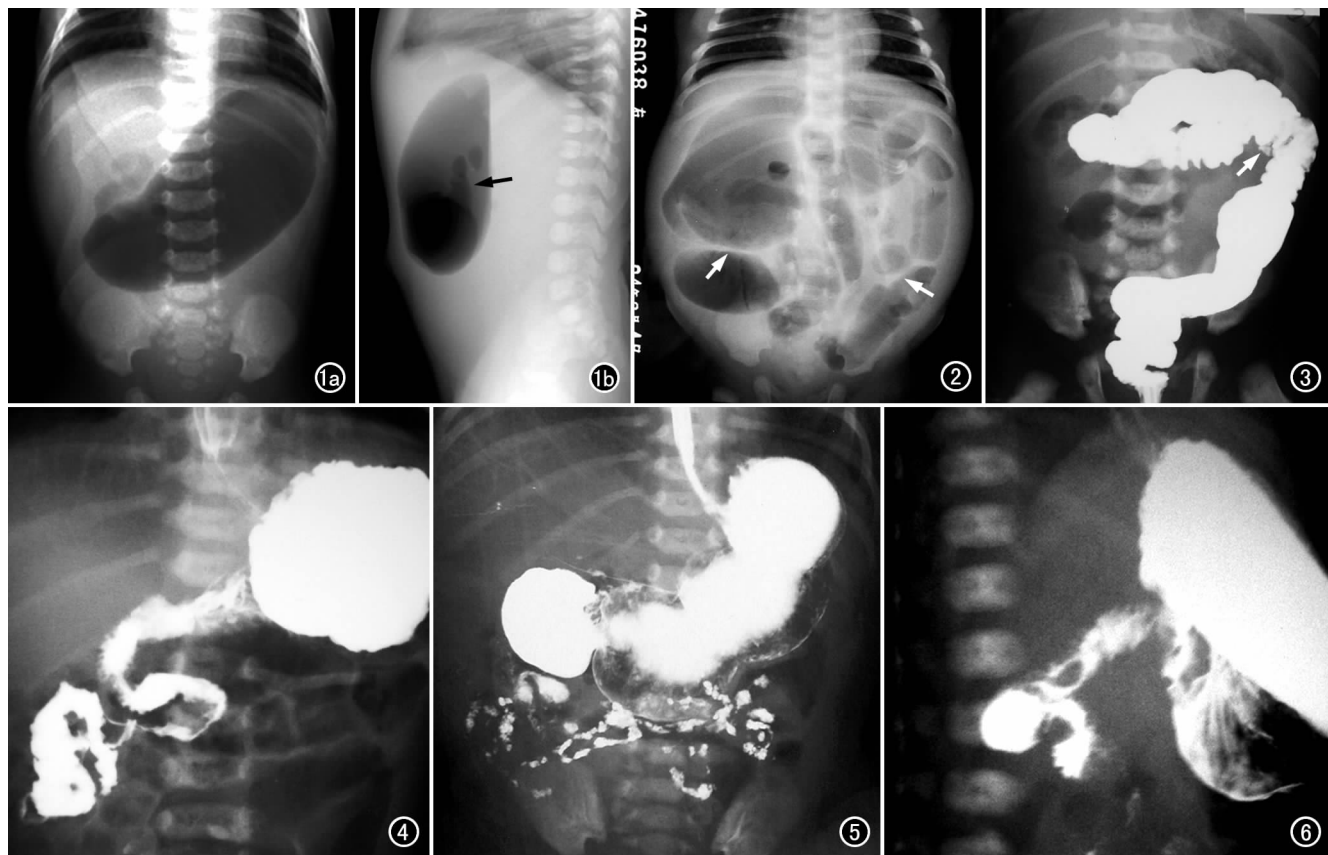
十二指肠顺钟向扭转 360° 并完全性梗阻。a) 正位平片示胃和十二指肠球部明显扩张、积气,以胃扩张为主;b) 侧位片示十二指肠球部充气显示(箭),腹部未见其它充气肠曲。图2 肠扭转 1080° 并全部小肠坏死。正位平片示肠道气体分布不均匀,肠曲扩张呈管型,部分肠壁间隔增厚(箭)。图3 肠旋转不良,钡剂灌肠显示结肠框形态失常,阑尾位于左上腹(箭),术中发现阑尾位于右上腹。图4 肠旋转不良,钡餐检查显示十二指肠圈形态异常,十二指肠空肠曲位于脊柱中线略偏右,小肠分布于右上腹。图5 十二指肠高位近完全性梗阻,钡餐检查示十二指肠球部和胃泡显著扩张,十二指肠圈显示不清。图6 Ladd's索带压迫使中肠顺钟向旋转 360° ,钡餐检查示十二指肠呈螺旋型下降,并且于下降处可见移行改变。
